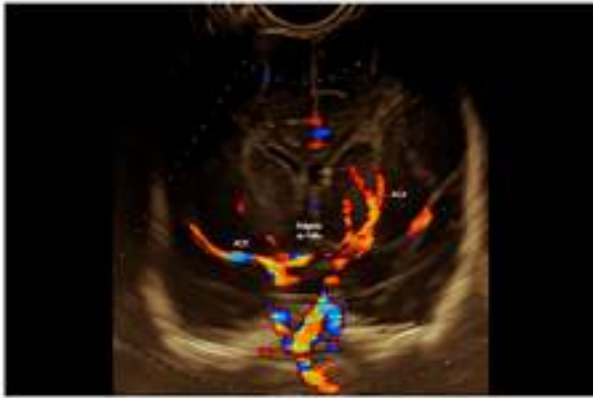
Corte coronal con uso de *doppler* color con identificación del polígono de Willis, arteria cerebral media (ACM) y arteria cerebral anterior (ACA).
